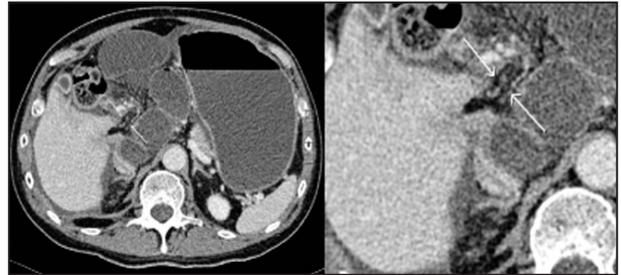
Coupe TDM transversale : pédicule mésentérique au travers de l'hiatus (flèches) et sac herniaire interposé dans l'arrière-cavité des épiploons.
